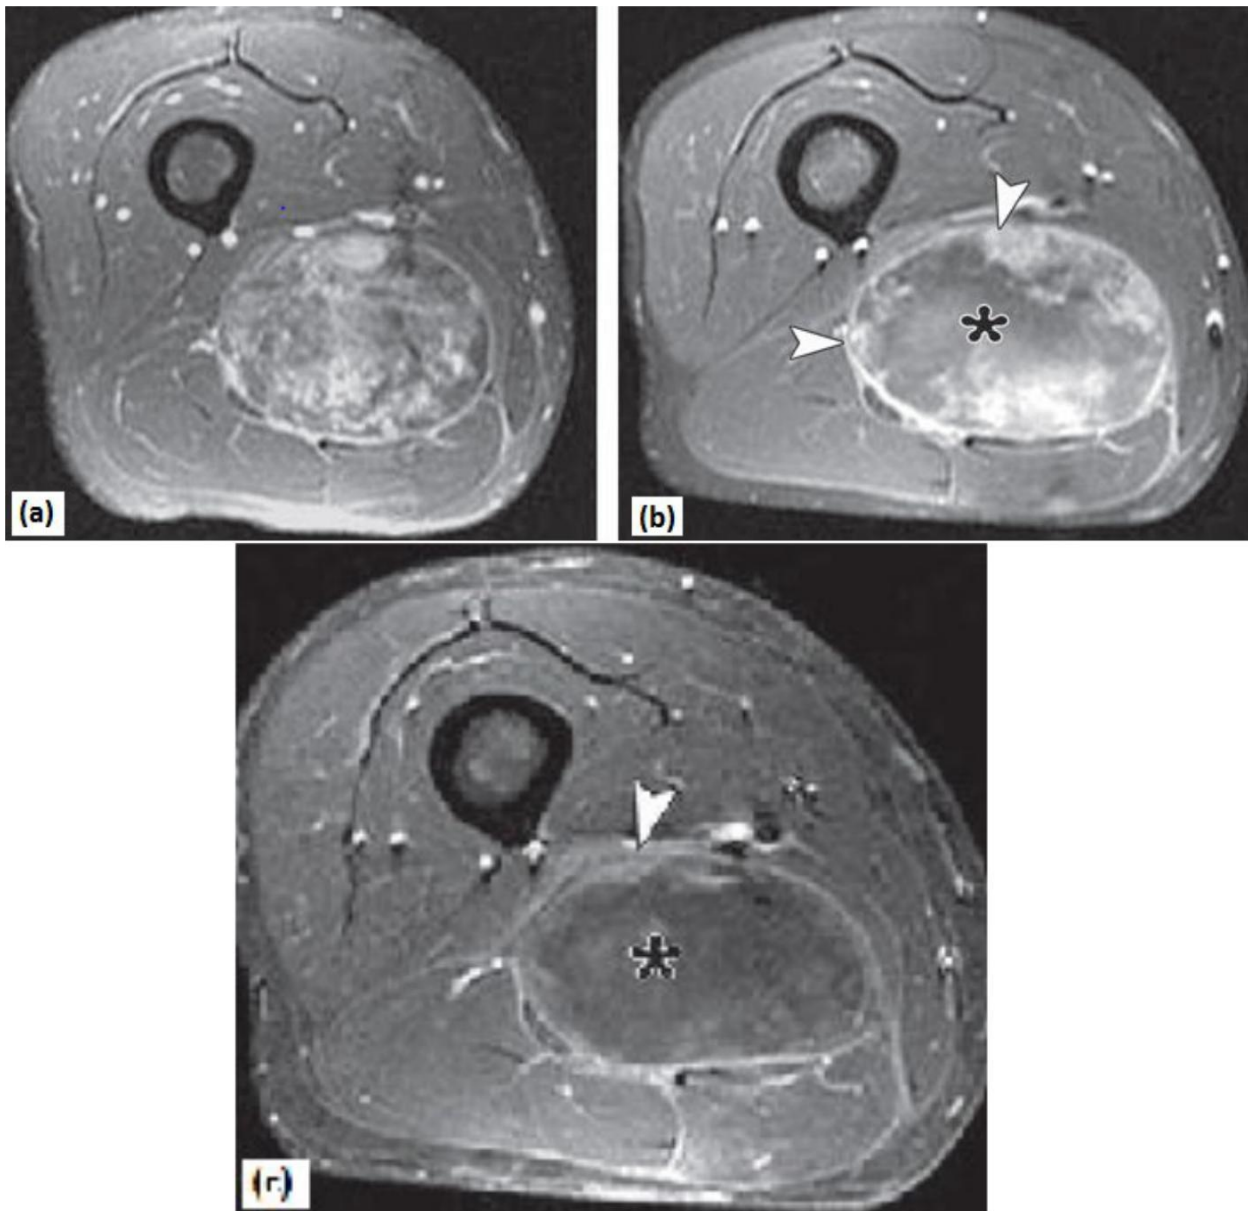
Pseudotumeur inflammatoire du bras après irradiation d'un homme de 79 ans, 58 mois après le début de la radiothérapie pour un sarcome pléomorphe indifférencié de grade III du bras gauche. IRM en coupes axiales T1 avant (a) et après (b) injection de gadolinium, montrant un intense rehaussement du nodule (flèches). Les résultats de la biopsie chirurgicale ont révélé une fibrose sans aucun signe de récurrence tumorale. On notera la présence d'un hématome adjacent au nodule (têtes de flèches). [96]
